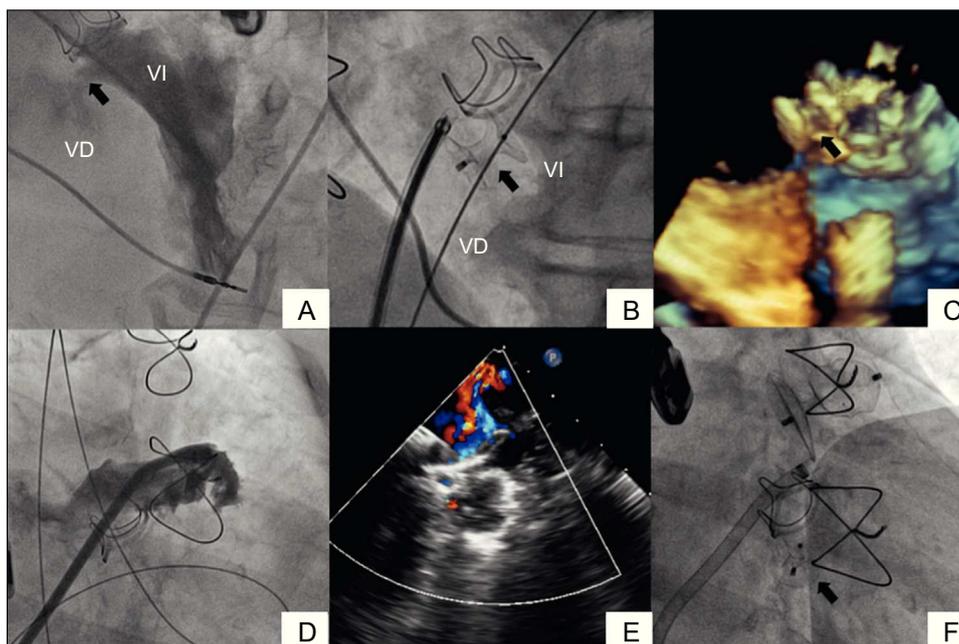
A-C: cierre percutáneo de la comunicación interventricular. A: ventriculografía izquierda donde se observa la localización y el tamaño de la comunicación interventricular (flecha). B: dispositivo Amplatzer implantado a nivel del defecto (flecha) visualizado por fluoroscopia. C: ecocardiografía transefágica tridimensional. D-F: cierre percutáneo de la orejuela izquierda. D: auriculografía izquierda selectiva. E: imagen de ecocardiografía transefágica donde se visualiza el dispositivo y se comprueba oclusión completa de la orejuela izquierda sin flujo Doppler color. F: imagen angiográfica final de ambos dispositivos. VD: ventrículo derecho; VI: ventrículo izquierdo.
